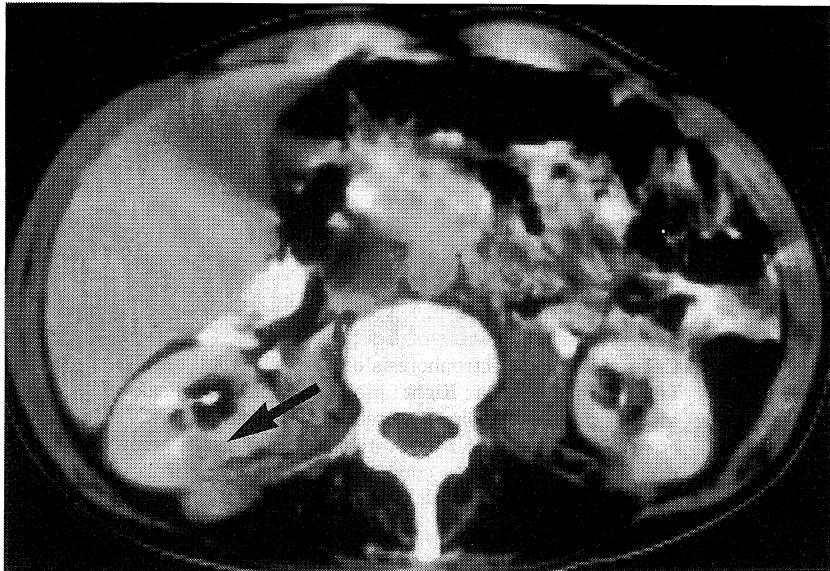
Enhanced renal CT scan.
